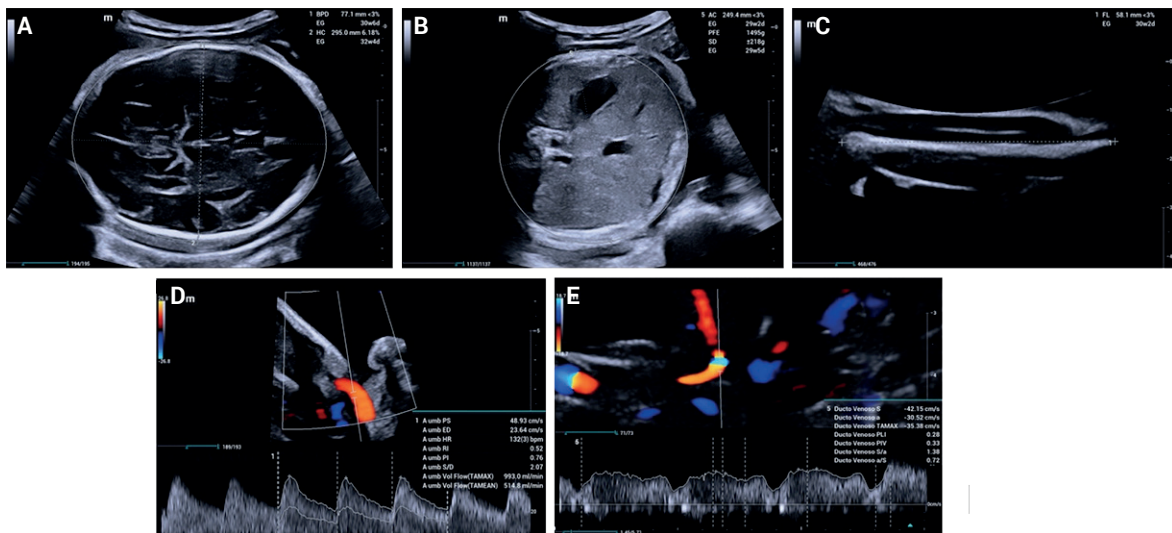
Evaluación ecográfica de crecimiento y hemodinamia fetal. A. Corte axial, cefálico, que muestra el diámetro biparietal y la circunferencia cefálica por debajo del percentil 3 para las semanas de gestación. B. Corte axial, abdominal, circunferencia abdominal disminuida, sugerente de restricción del crecimiento fetal. C. Medición de la longitud femoral igualmente por debajo de percentil 3. D. Doppler de la arteria umbilical con índice de pulsatilidad y resistencia en límites normales. E. Doppler del ductus venoso con onda a positiva y patrón trifásico normal, consistente con hemodinamia fetal conservada.
